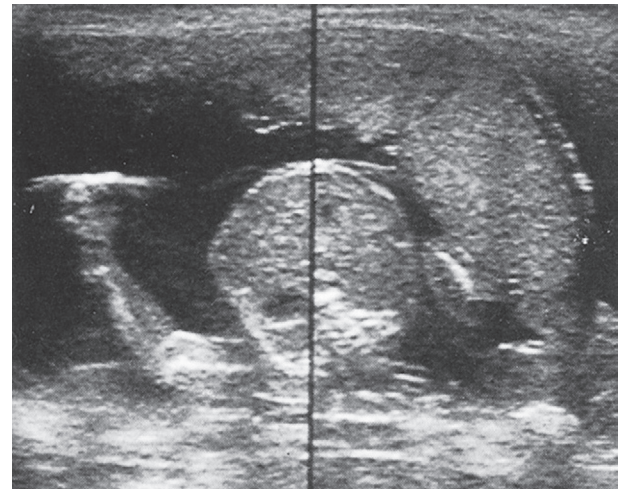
Placenta praevia marginal : aspect échographique.
